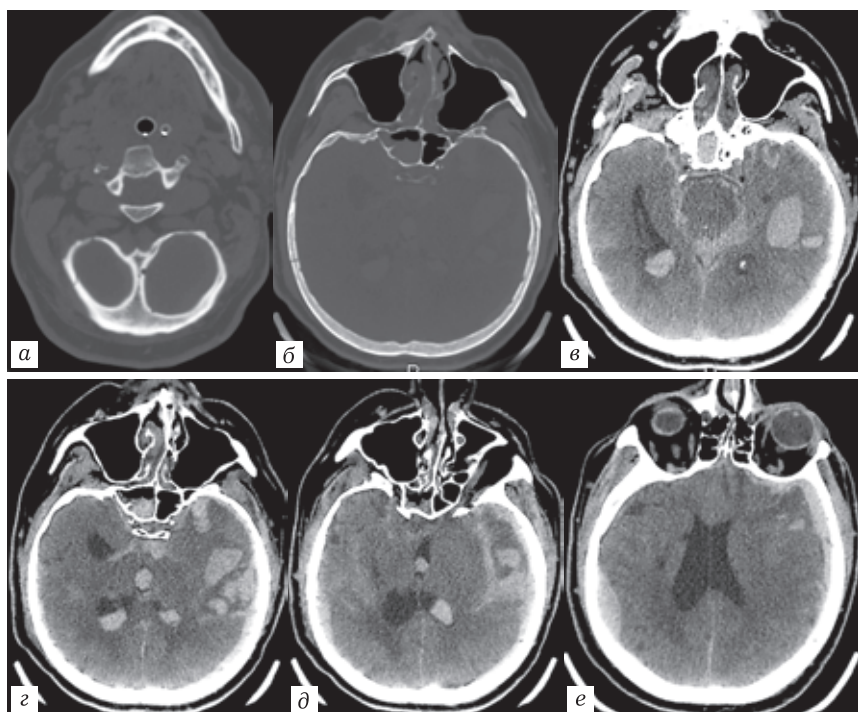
М., 58 лет, падение с лестницы, 1-е сутки после травмы, 5 баллов по Шкале комы Глазго (глубокая кома). На серии КТ (а–е) головного мозга в лобно-височно-теменной области слева определяется субдуральная гематома до 10 мм толщиной слоя, геморрагические очаги ушибов в левой лобно-височной области, небольшая эпидуральная гематома в правой задневисочно-теменной области. Определяются признаки массивного субарахноидального конвексимального и базального кровоизлияния, внутрижелудочкового кровоизлияния. Охватывающая цистерна заполнена кровью. Срединные структуры смещены вправо на 5 мм. Кровь в правых отделах клиновидной пазухи. Определяются линейные переломы в левой височно-теменной области, в области чешуи затылочной кости справа с переходом на основание задней черепной ямки, перелом скулового отростка височной кости справа
